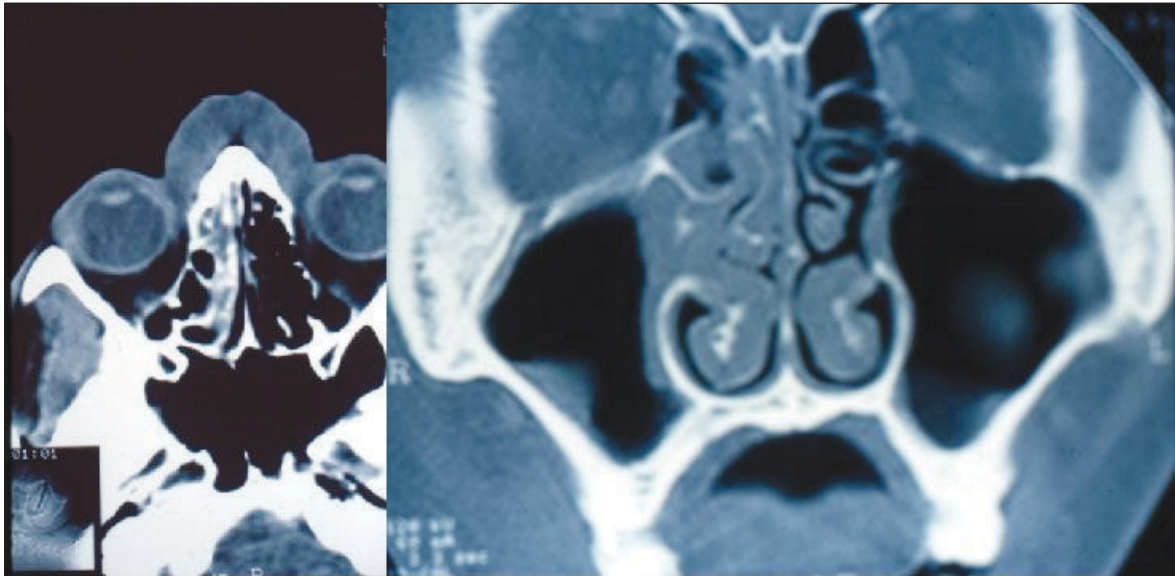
Imágenes de la tomografía: A. Gran incremento del volumen de los tejidos blandos mediofaciales con engrosamiento de la mucosa nasal que ocluye la fosa derecha. B. Ocupación del seno etmoidal por material con densidad de tejidos blandos y, en ambos senos maxilares, imágenes polipoides sésiles con obstrucción del meato derecho.
